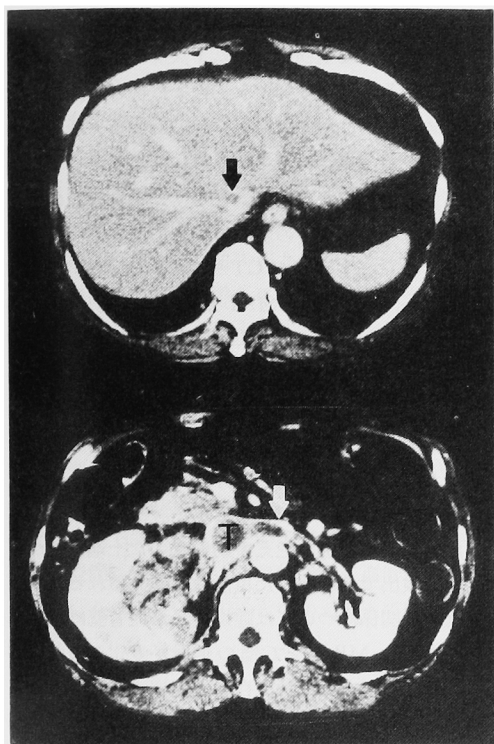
Enhanced CT in case 2 shows right renal tumor and tumor thrombus (T) extending into left renal vein (white arrow) and near hepatic vein (black arrow).
